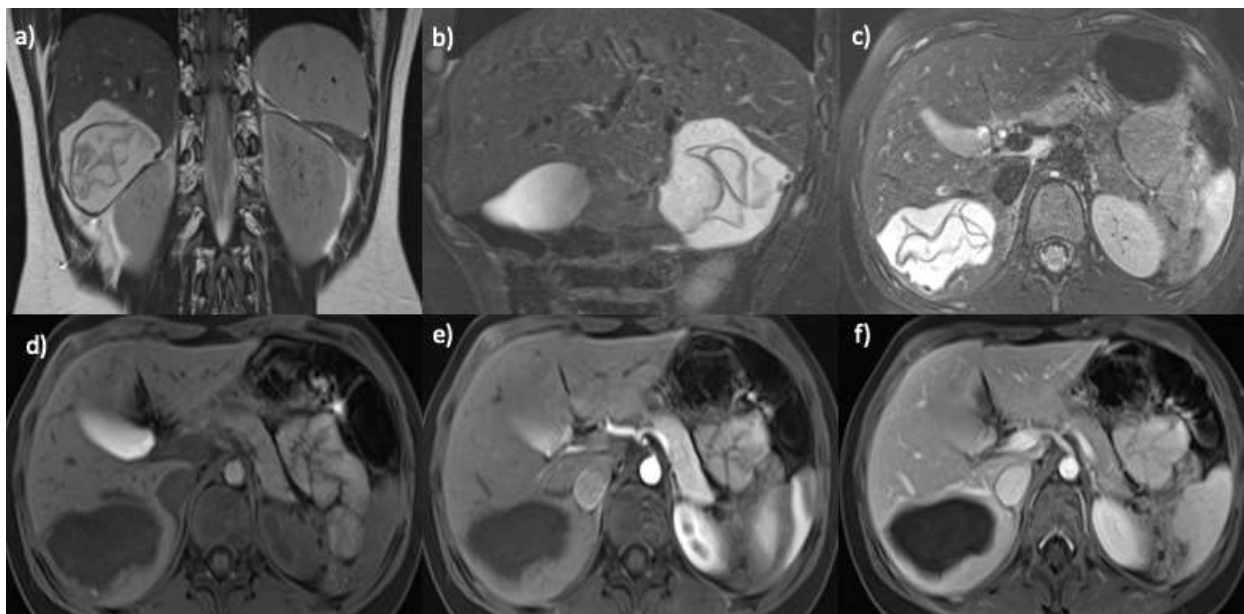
Пациентка 3. 11 лет. Эхинококкоз печени. МРТ: а) T2ВИ в коронарной плоскости, б) T2ВИ с подавлением сигнала от жировой ткани в сагиттальной плоскости, с) T2ВИ с подавлением сигнала от жировой ткани в аксиальной плоскости. В S6 правой доли печени визуализируется гиперинтенсивное образование (гидатидная киста) со множественными линейными гипоинтенсивными змееподобными структурами, которые соответствуют оболочкам паразита; д) T1vibe до введения контрастного препарата, е) T1vibe с динамическим контрастированием, артериальная фаза, ф) T1vibe с динамическим контрастированием, паренхиматозная фаза. В S6 правой доли печени визуализируется гипоинтенсивное образование, не накапливающее контрастный препарат (гидатидная киста).
